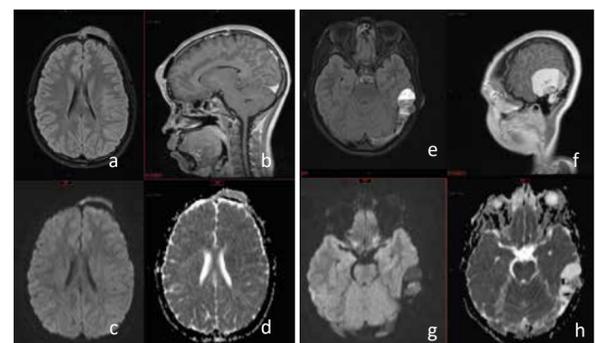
RM de crânio. Lesão óssea frontal à esquerda, com sinais de manipulação cirúrgica, com hipersinal em FLAIR (a) discreto realce pelo meio de contraste em T1 pós-contraste (b) e áreas de restrição à difusão (c+d). Nova lesão sólido-cística extra-dural (e), com sinais de sangramento, realce pelo meio de contraste no componente sólido em T1 pós-contraste (f), que apresenta restrição à difusão (g+h).
